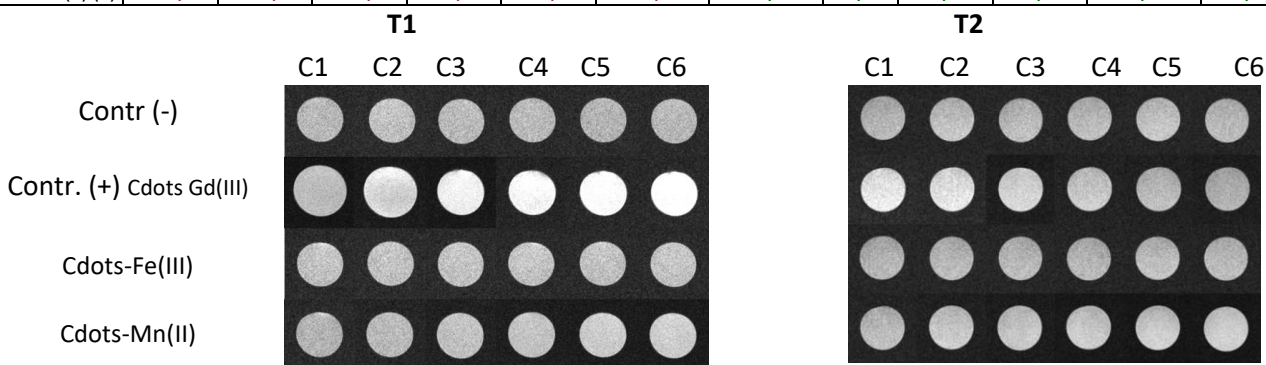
Datele imagistice MRI a probelor (1),(2),(3),(4) obținute în aceleași condiții și secțiuni
